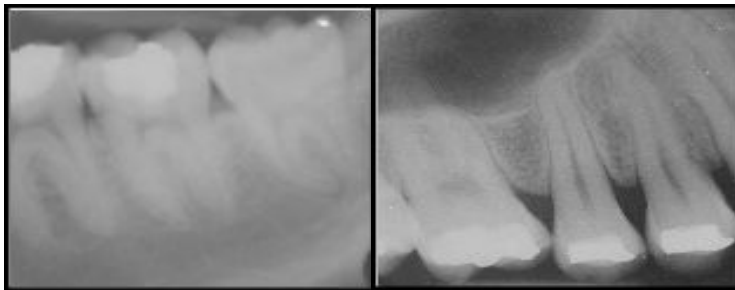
Radiografías dentoalveolares obtenidas por técnica de planos paralelos.¹¹
